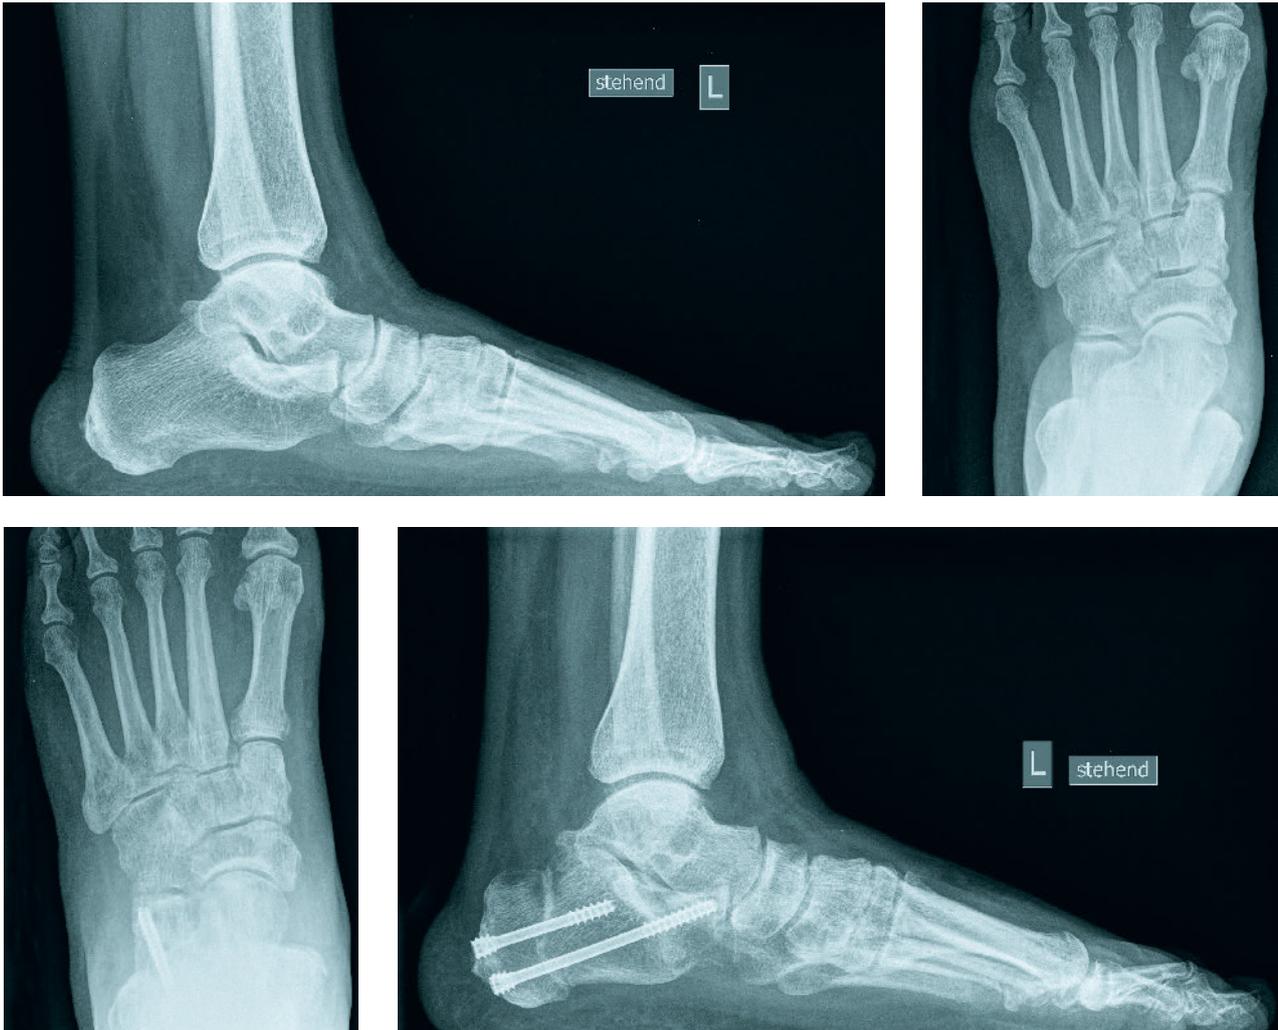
Präoperatives Röntgenbild des Fußes im Stehen d.p. und streng seitlich sowie postoperatives Röntgen bei Z.n. minimalinvasiver Kalkaneusverschiebeosteotomie nach medial und Kalkaneusverlängerungsosteotomie nach Hintermann mit Beckenkammspaninterposition bei Pes planovalgus.
